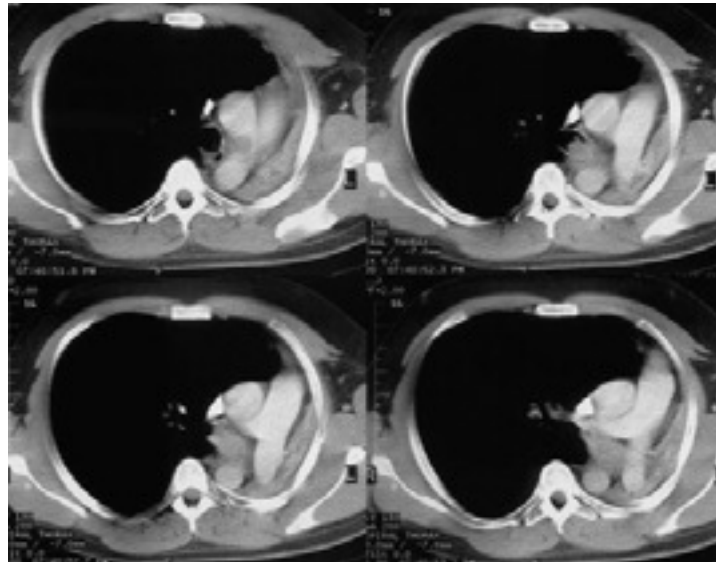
TC torácico con contraste.
